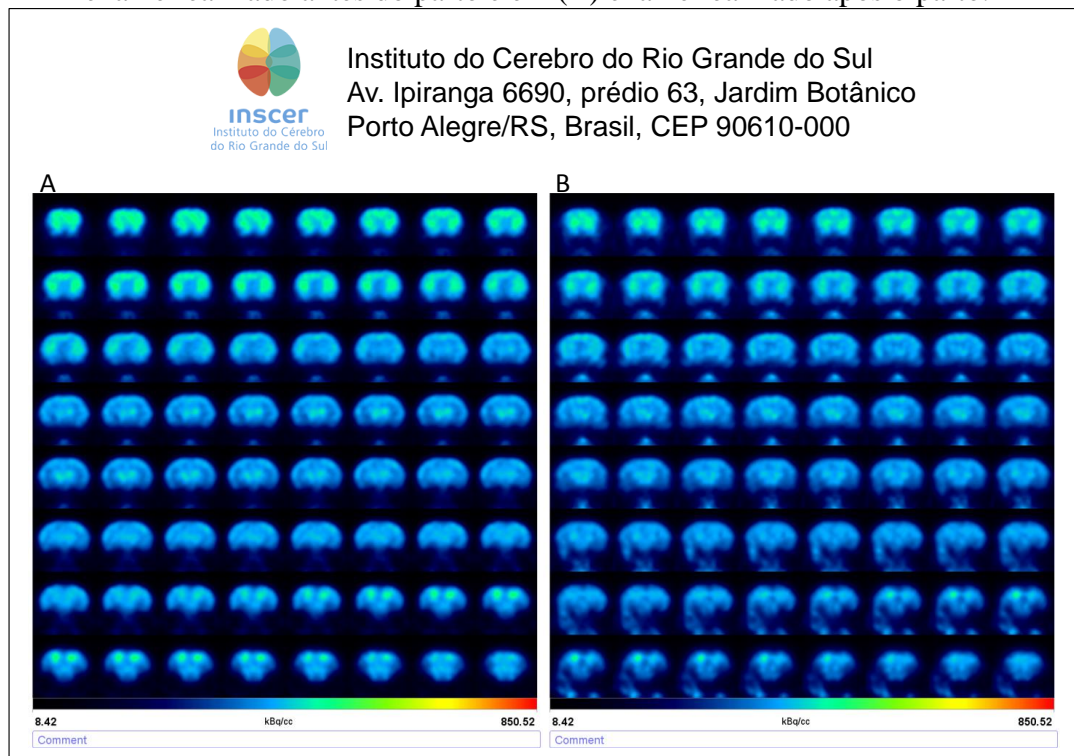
Exames de MicroPET-CT realizados antes e após o parto (RUPP-7) – Em (A) exame realizado antes do parto e em (B) exame realizado após o parto.
